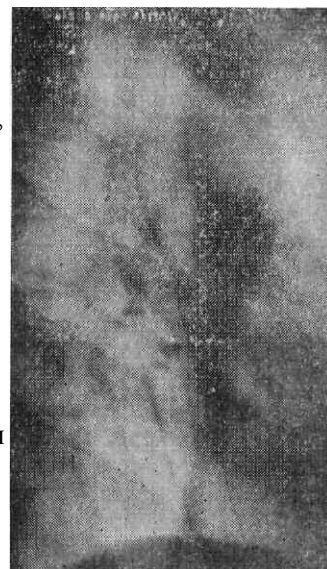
Рентгенограмма пищевода в правой косой передней проекции после прохождения бариевой взвеси. Видны стенки заполненного воздухом пищевода.
